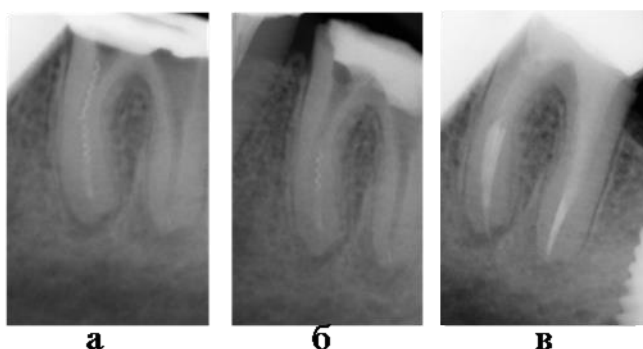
Прицельная рентгенограмма 3.6 зуба: а) отломки двух инструментов в щечных корневых каналах; б) на этапе удаления одного из отломков; в) через 12 месяцев после перелечения
